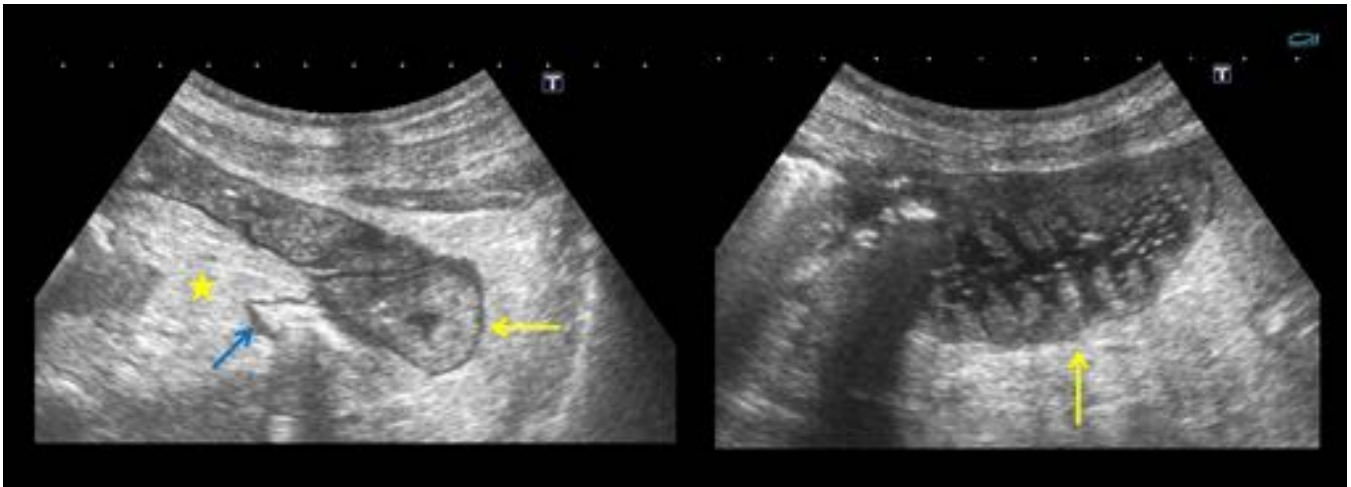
CASO 7 - Ecografía abdominal. Aumento de la ecogenicidad de la grasa peritoneal, en relación con cambios inflamatorios (estrella) . Edema mural de yeyuno e íleon (flechas amarillas). Colon normal (flecha azul).
